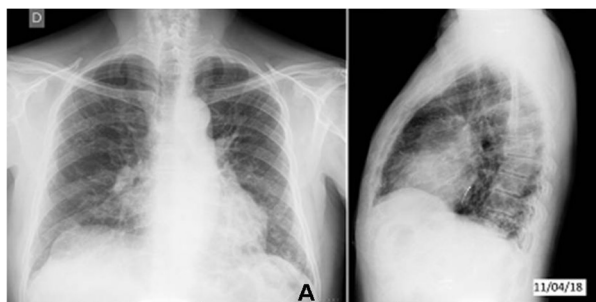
A: Radiografias de tórax: imagens de infiltrado intersticial difuso bilateral
